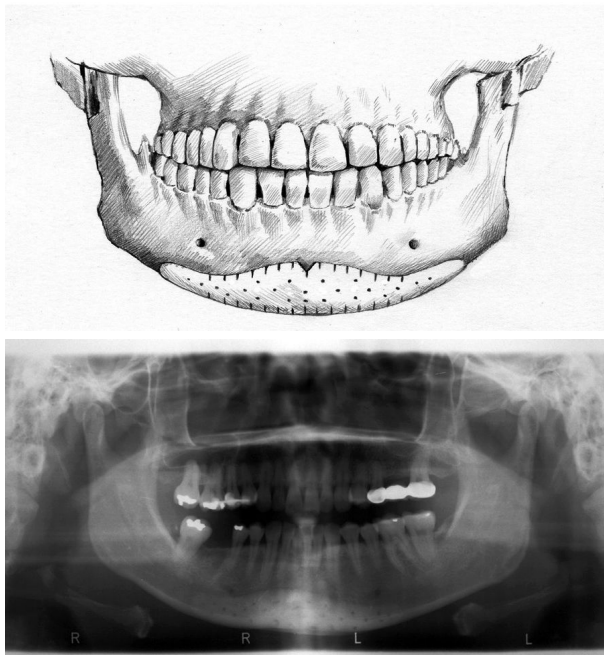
Radiograph. The length of the implant is required to be more lateral to the mental foramen by 1~1.5 cm for restoration of the prejowl sulcus. The posterior surface of the implant must be carved to shape precisely to the bony surface especially the symphyseal ridge and the mental protuberance. I usually make several vertical etchings and 20~30 holes in the implant. The vertical etchings help expand the implant to securely fit the mandibular contour. Fenestrated silastic implants can be further stabilized with fibrous tissue ingrowth and future reconstruction if bony erosion occurs.
